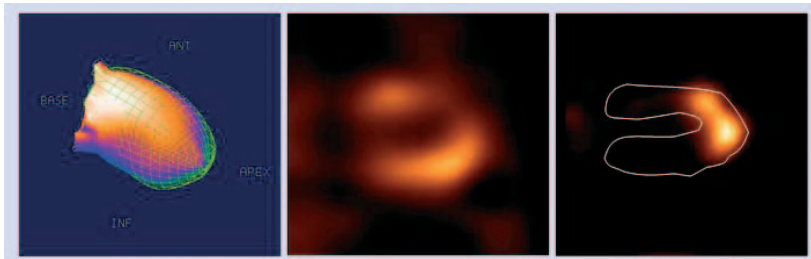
Mehrere gleichzeitig verwendete Radio-pharmazeutika (Multiparameter SPECT) machen die Herzfunktion (links), die Durchblutung des Herzmuskels (Perfusion, Mitte) sowie Gewebsbereiche mit auftretendem Zelltod (Apoptose, rechts) sichtbar.
